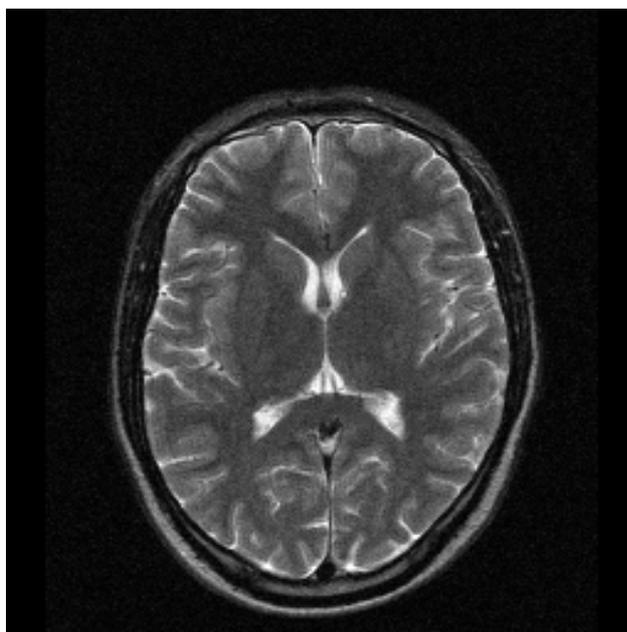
ЯМР томография головного мозга
